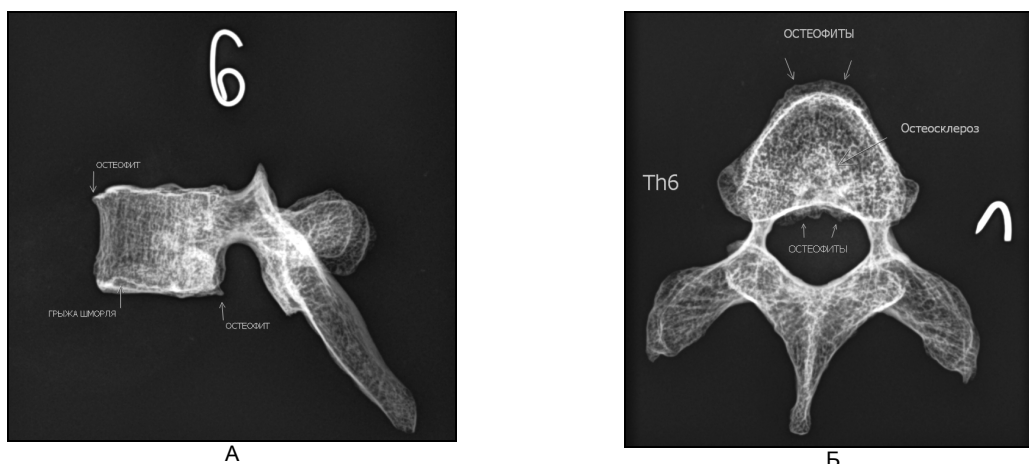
А — рентгенография Th6 боковая проекция; Б — рентгенография Th6 аксиальная проекция.
